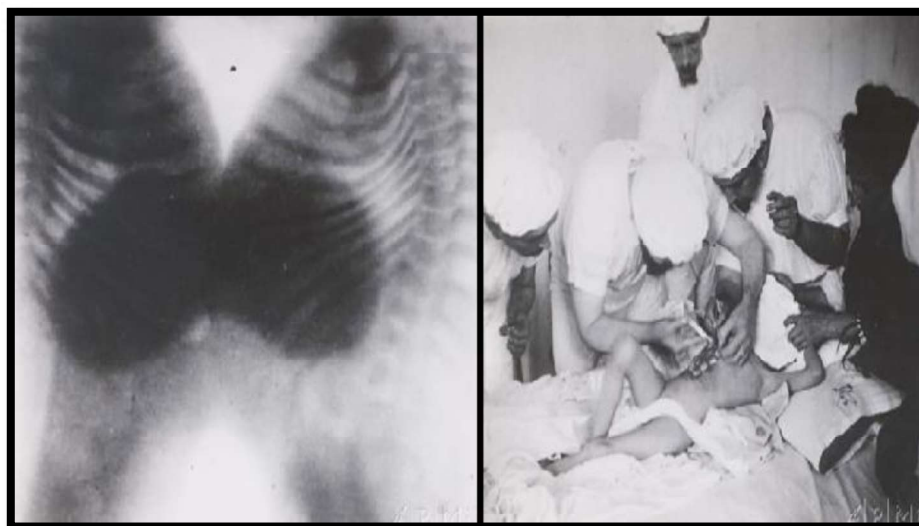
Esq.: radiografia mostrando que as gêmeas eram ligadas pelo fígado.
